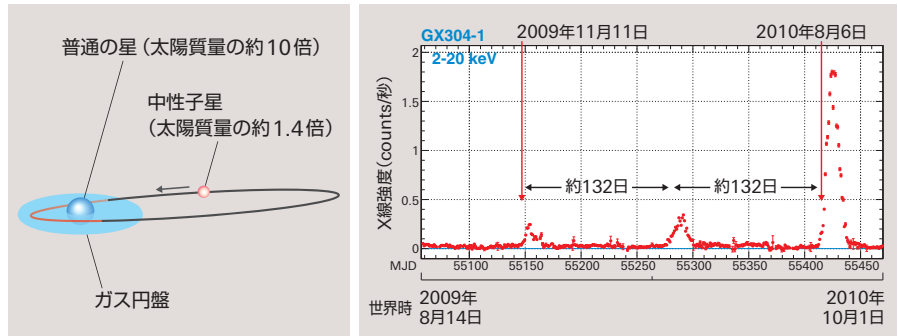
GX304-1の想像図とMAXIが観測したX線強度の変化
